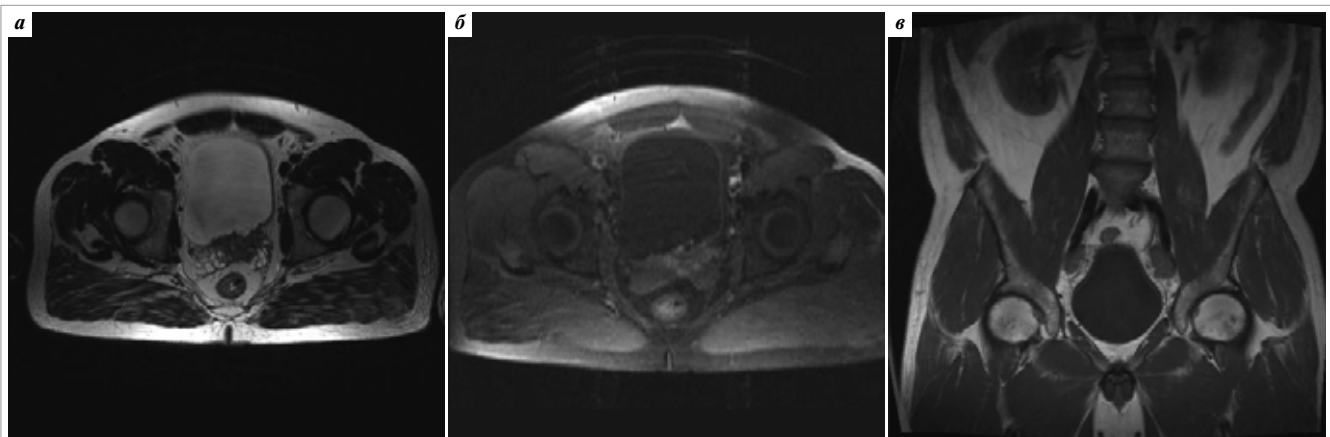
МРТ того же больного. Инфильтративное образование по задней стенке МП с вовлечением семенных пузырьков на взвешенных изображениях (а) и T1 с контрастом (б). Увеличенные ЛУ по ходу наружных подвздошных сосудов с обеих сторон (в)
